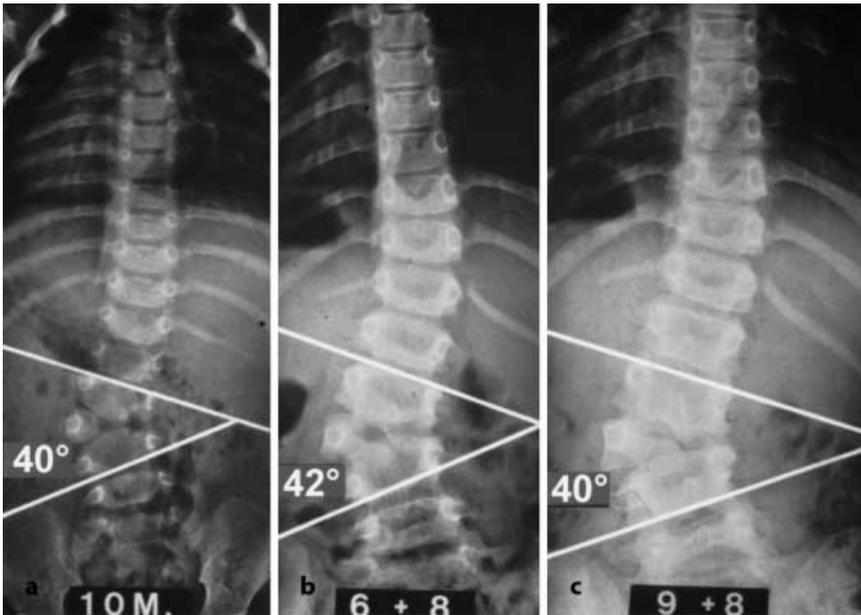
▲ Röntgenbilder eines lumbalen Halbwirbels ohne Progression: Links im Alter von 1 Jahr, in der Mitte mit 7 Jahren, rechts mit 10 Jahren
